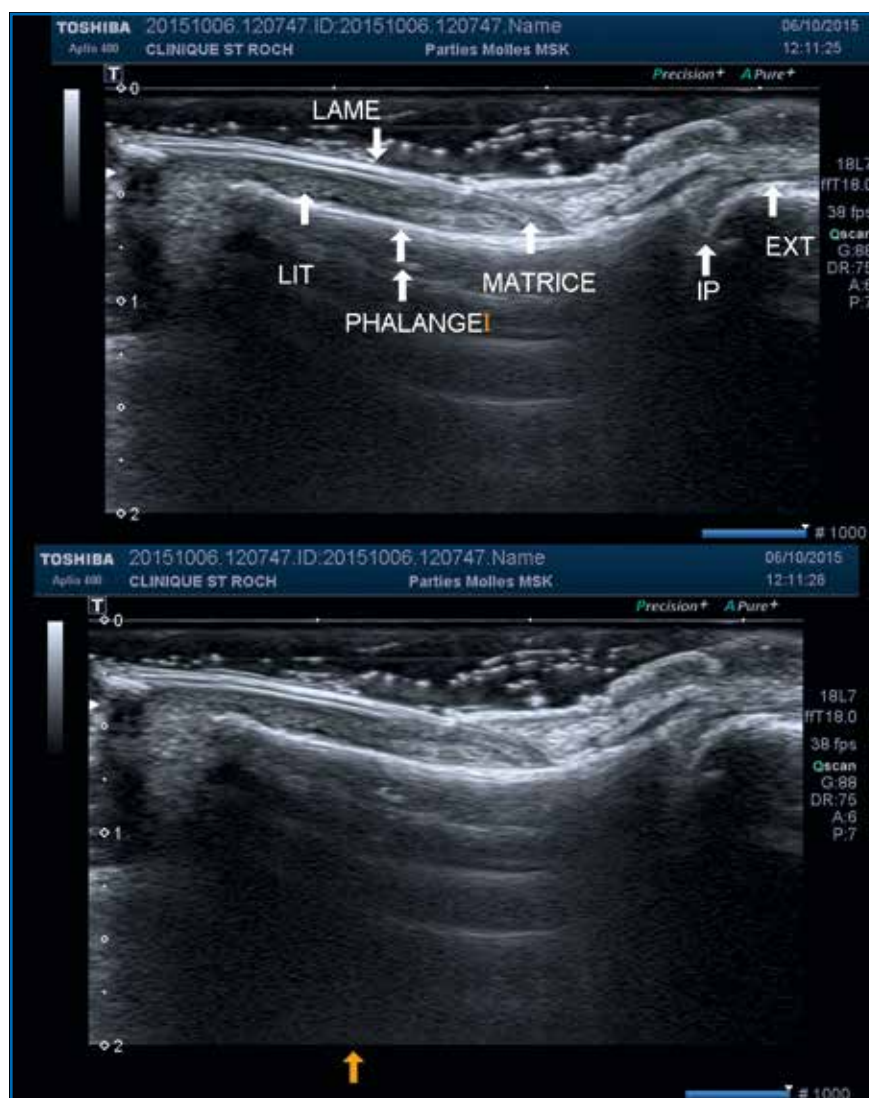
Ongle normal en échographie.
